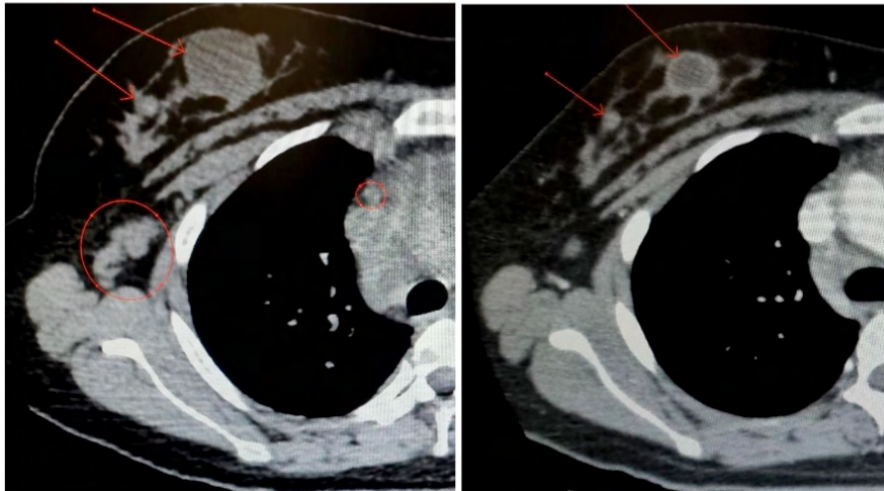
TC de tórax em cortes axiais, evidenciando redução das dimensões dos nódulos mamários de último exame (imagem à direita), em comparação de exame prévio (à esquerda).
